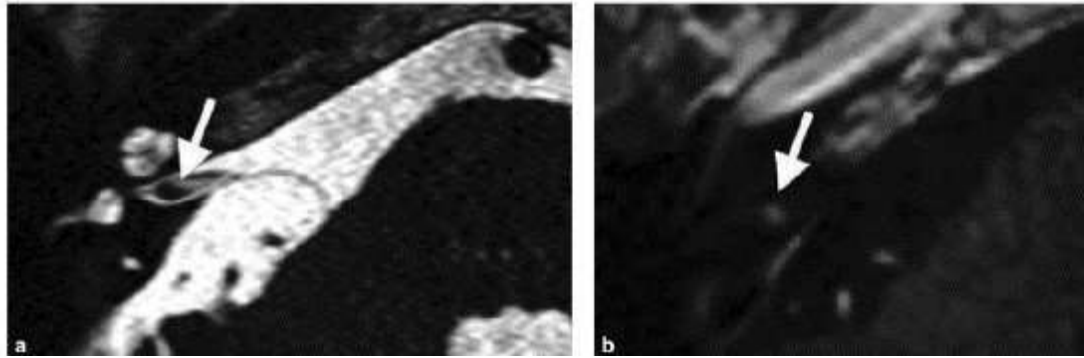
Schwannome vestibulaire de petite taille dans le conduit auditif interne droit chez une patiente présentant un vertige et une hyporéflexie unilatérale. a. IRM, séquence HR T2, coupe axiale, passant par le méat auditif interne : petit nodule hypointense sur le méat auditif interne supérieur au niveau du ganglion de Scarpa. b. IRM, séquence T1, coupe axiale avec injection de gadolinium : prise de contraste punctiforme (flèche)[45].
